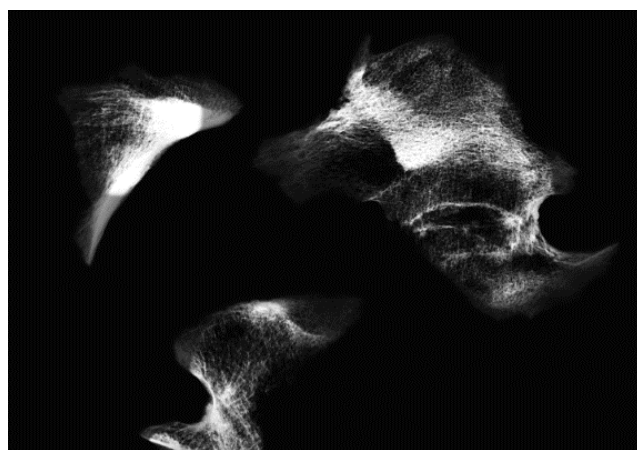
Radiografia do sacro do indivíduo 2792 com alterações corticais proliferativas.
